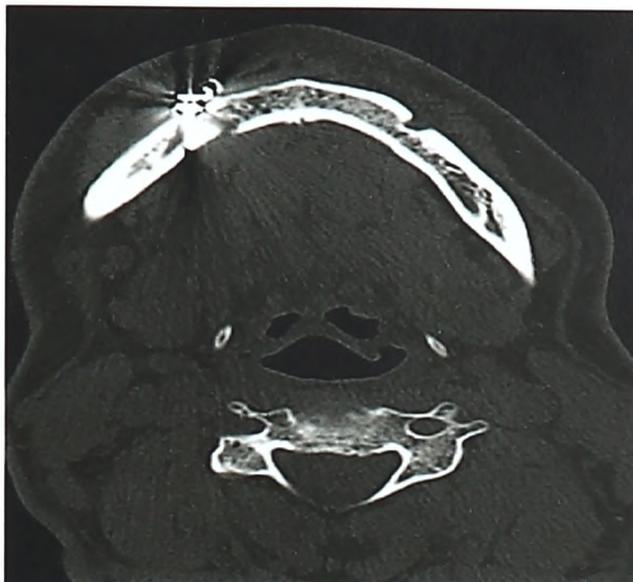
Компьютерная томография больного Ю. с переломом ментального отдела нижней челюсти справа (после операции)
